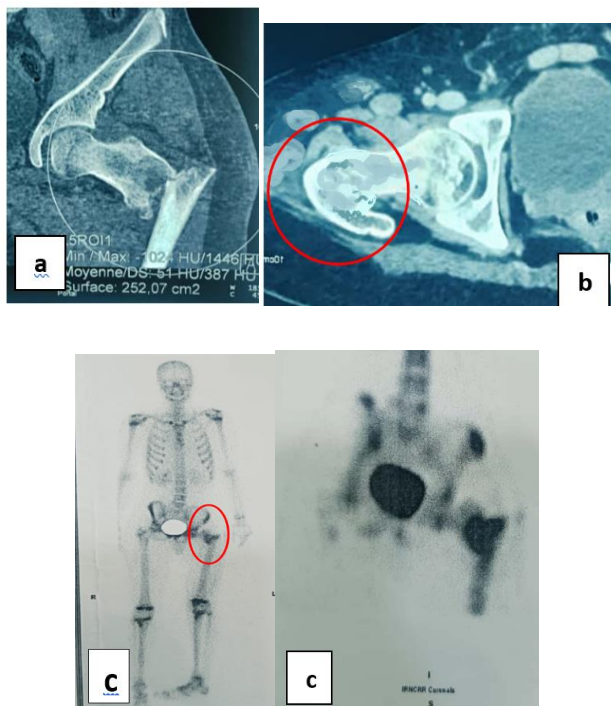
Imagerie complémentaire du fémur gauche : (a) TDM montrant la fracture sous-trochantérienne sans lyse corticale ni réaction périostée ; (b) IRM confirmant une fracture pathologique sur lésion intra-osseuse métaphysaire sans extension aux parties molles ; (c) scintigraphie osseuse révélant une hyperfixation localisée au niveau du foyer fracturaire.
